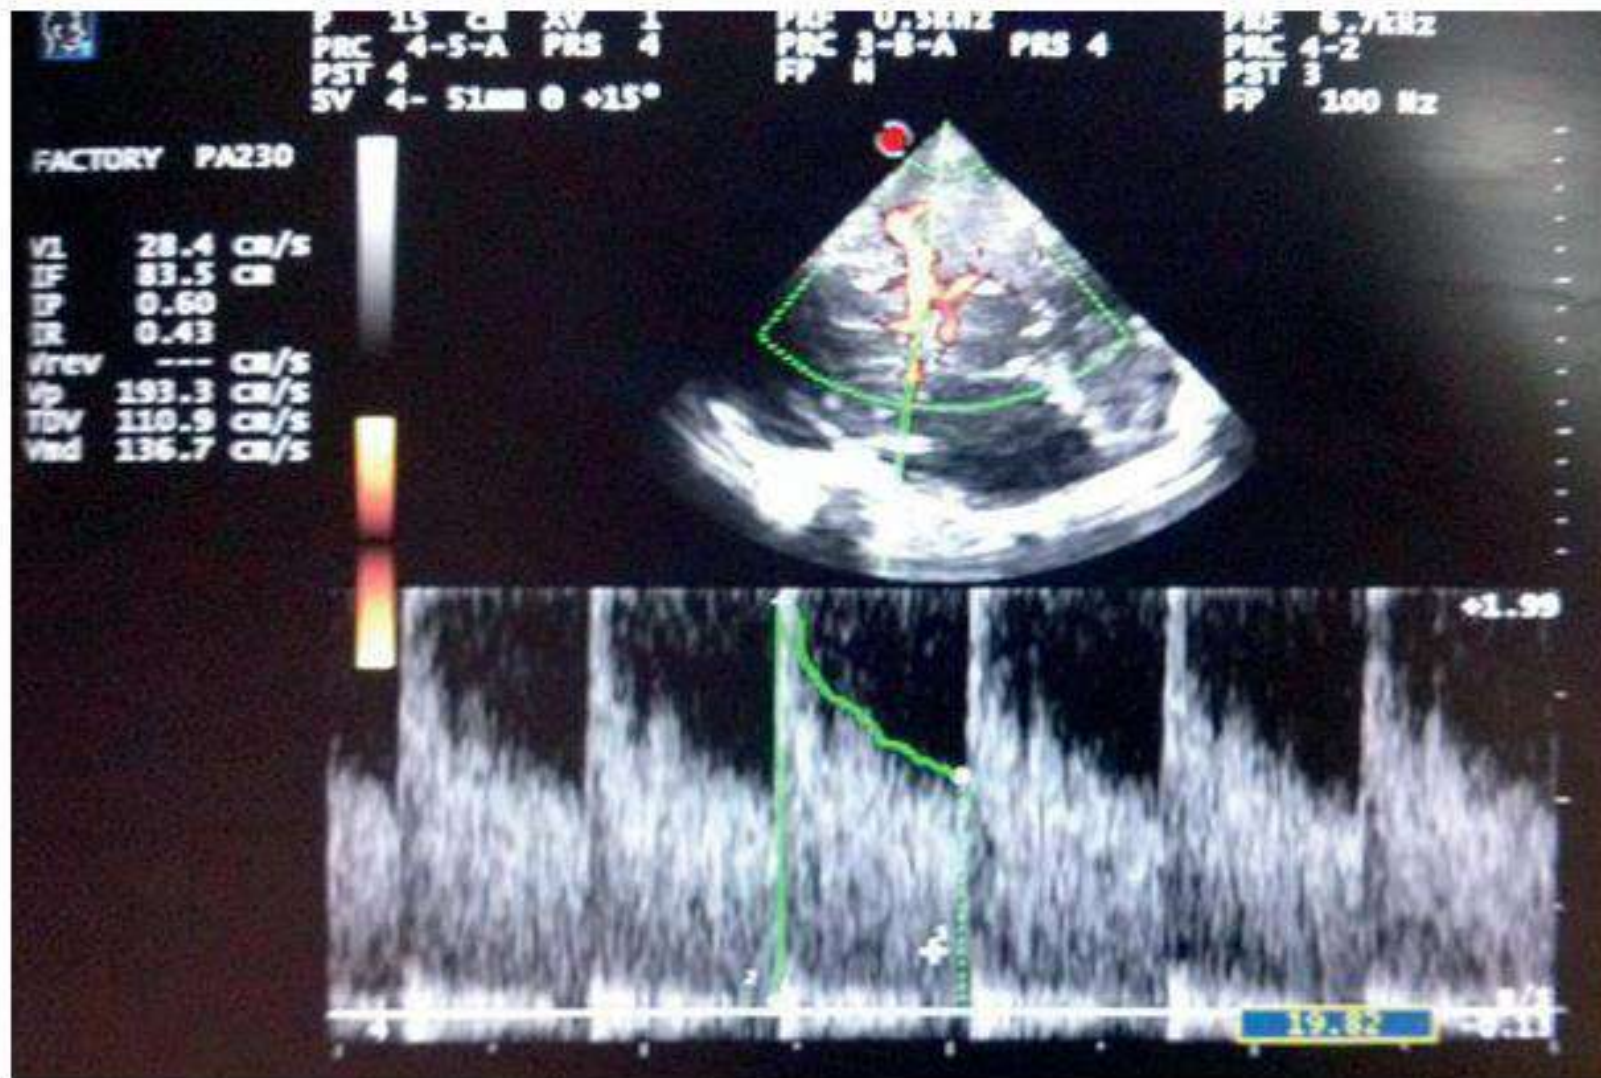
Visualización de patrón de vasoespasmo por doppler color y espectral
